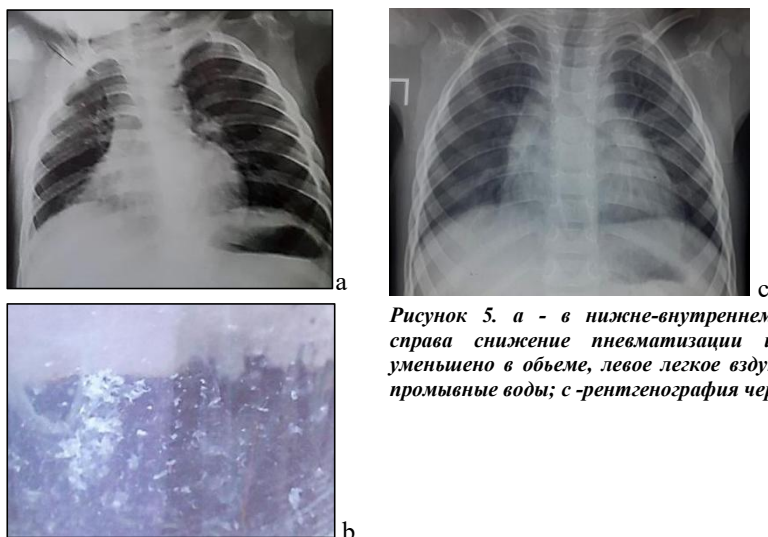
а - в нижне-внутреннем отделе справа снижение пневматизации и легкое уменьшено в объеме, левое легкое вздутое; б - промывные воды; с - рентгенография через 1 год.
